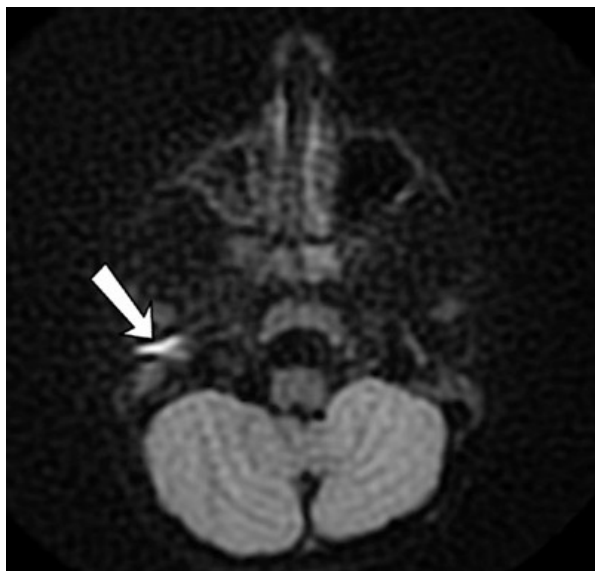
Правое ухо. МРТ среднего уха в DWI-режиме. Образование в области наружного слухового прохода (отмечено стрелкой) соответствует холестеатоме
